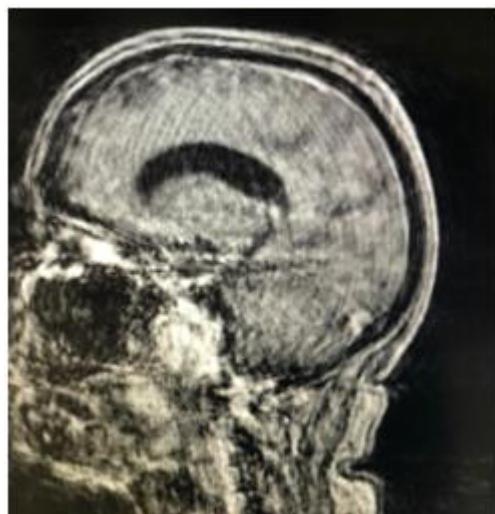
Ressonância Magnética (RM) de crânio evidenciando alteração das partes moles do lado homolateral da lesão e trombose do seio sigmoide.
